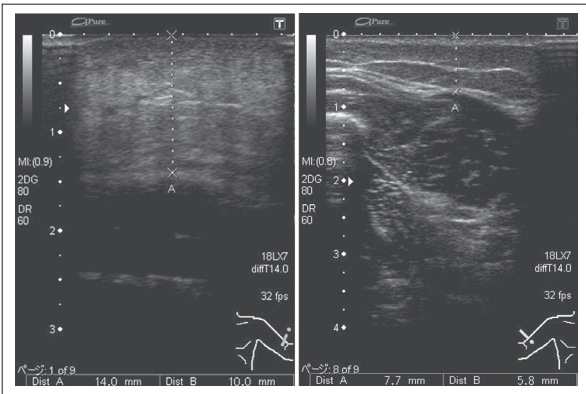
左上肢続発性リンパ浮腫症例（図5）の上腕伸側中央部の皮下組織の超音波エコー所見
